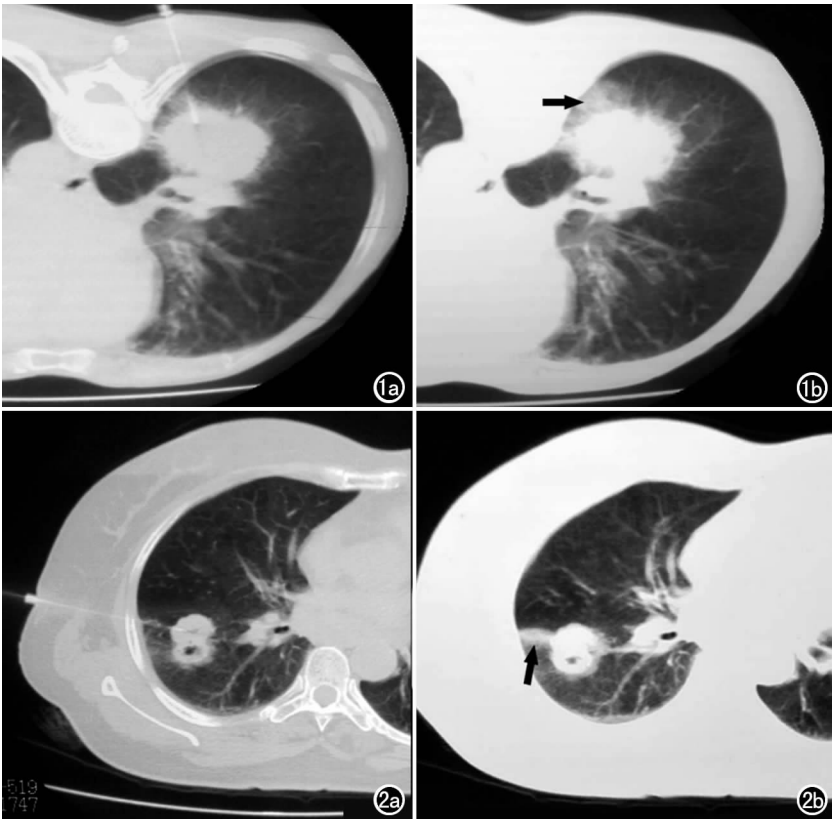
a) CT 示穿刺针准确插入病灶内; b) 活检术后注射生理盐水,CT 示胸膜下片状密度增高影(箭)。 图 2 a) CT 示穿刺针准确插入病灶内; b) 活检术后注射凝血酶,CT 示胸膜下线性密度增高影(箭)。
